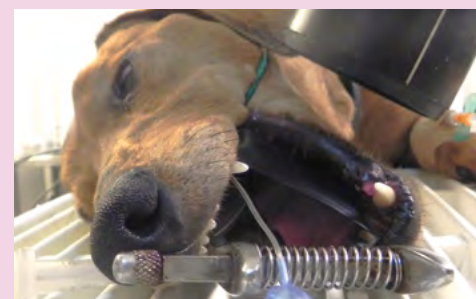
foto 1 e 1a. Nella tecnica parallela il film radiografico viene collocato parallelamente al ramo mandibolare e a ridosso dei denti da esaminare, il fascio radiogeno colpisce perpendicolarmente entrambi e non c'è alterazione delle proporzioni delle strutture anatomiche.
